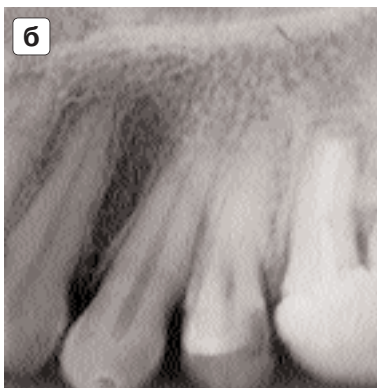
Интраоральные контактные рентгенограммы клыка и премоляров.
